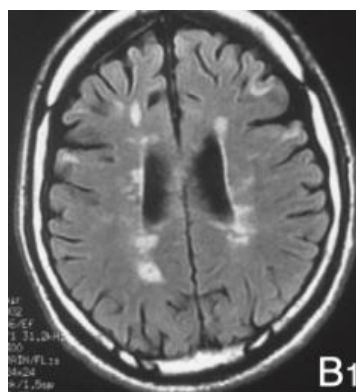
IRM de diagnostic montrant des hypersignaux (en blanc) caractéristiques de la SEP (4)
